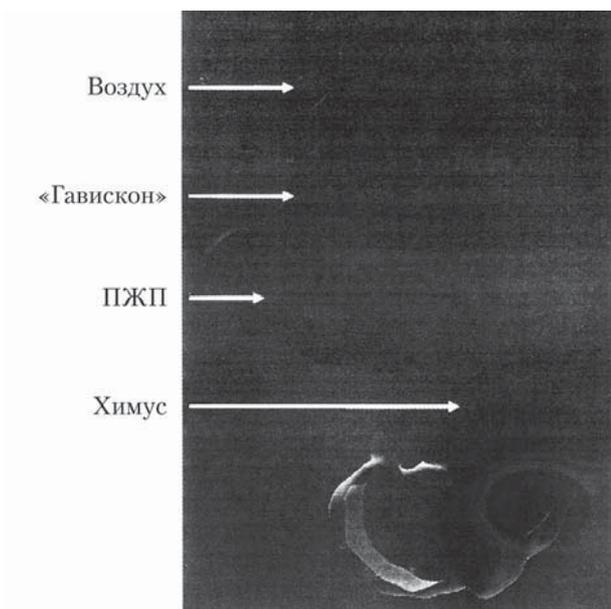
Розположення хімуса, «Гавіскона» і воздуха по отношению к ПЖП по результатам МРТ [62]
